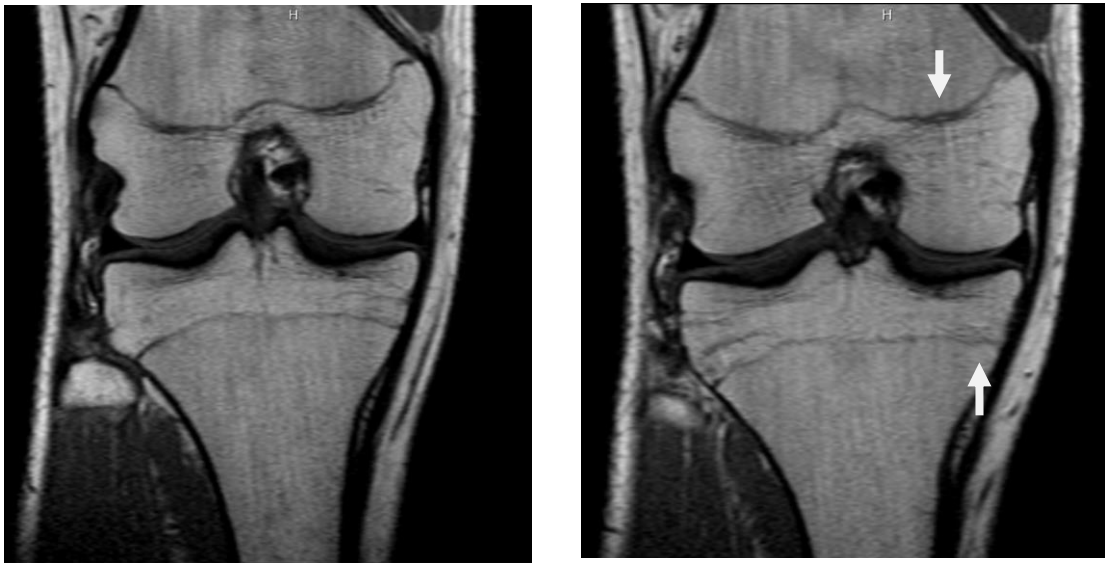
MRT T₁-TSE Sequenz, cor, männlicher Proband 17 Jahre: Zwei direkt nebeneinanderliegende Schichten zeigen Unterschiede im Verschluss, bzw. der knöchernen Durchbauung der Wachstumsfuge (siehe weiße Pfeile).
